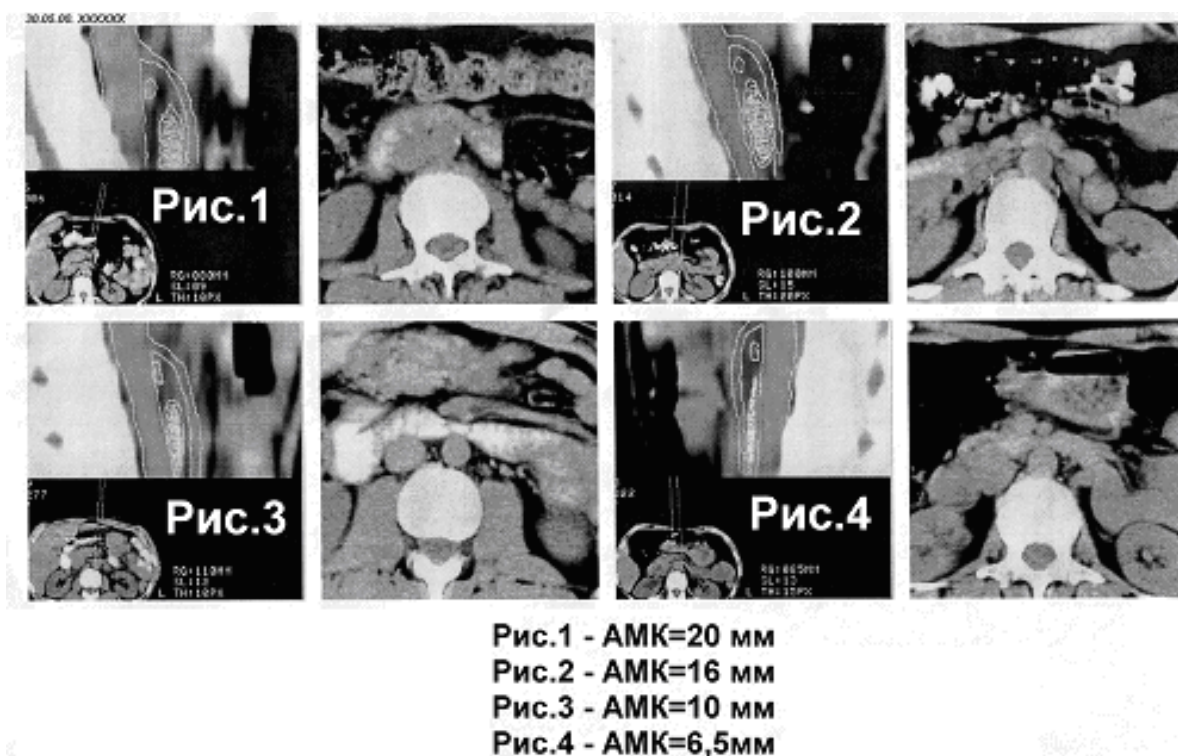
На КТ-грамме показана степень компрессии нижнегоризонтальной части 12 ПК в зависимости от расстояния между аортой и верхней мезентериальной артерией. Напомним, что диаметр 12-ПК в норме равен 25 – 35 - 40 мм.
